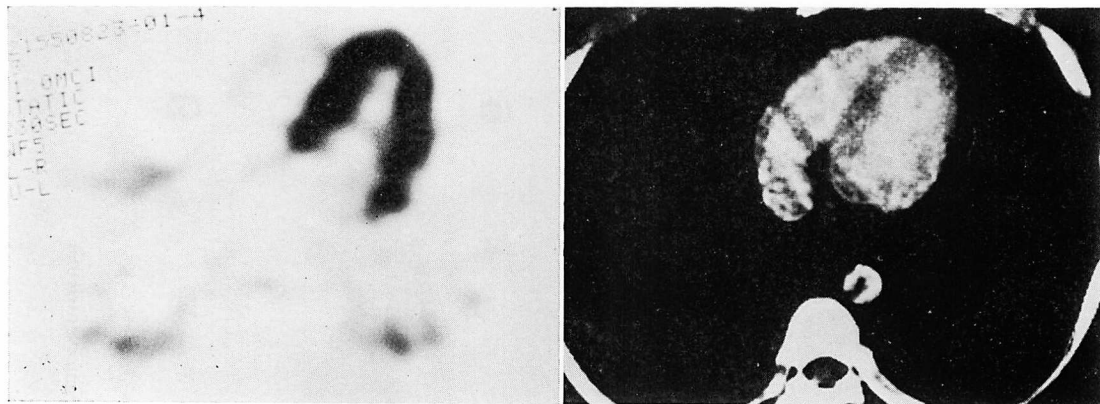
PCT and the corresponding X-ray CT images obtained at the midventricular level in Case 1.
